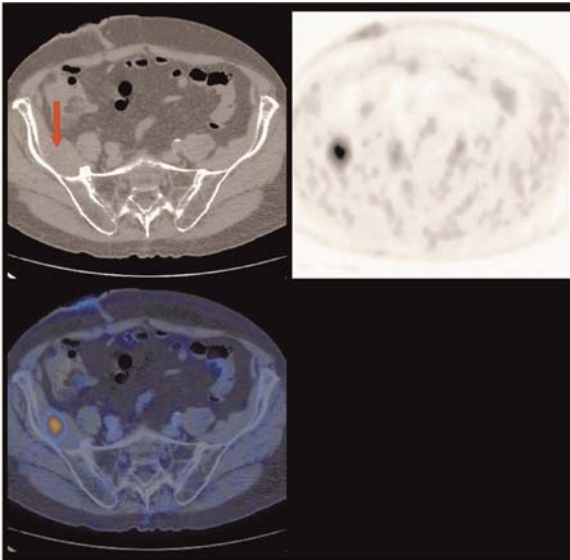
Tumore del retto con metastasi epatica singola vista alla TC. Lesione metastatica al muscolo iliaco destro non evidenziato dalla TC
